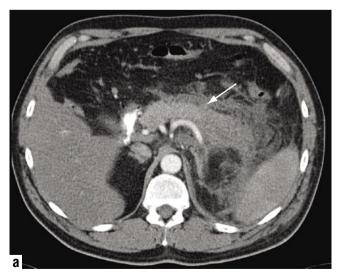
a – СКТ в артериальную фазу контрастирования, гипоинтенсивные включения в поджелудочной железе (стрелка) не накапливающие контрастный препарат. 6 – МРТ в Т2 ВИ, гиперинтенсивный МР – сигнал за счет жидкостной структуры от выявленных изменений
